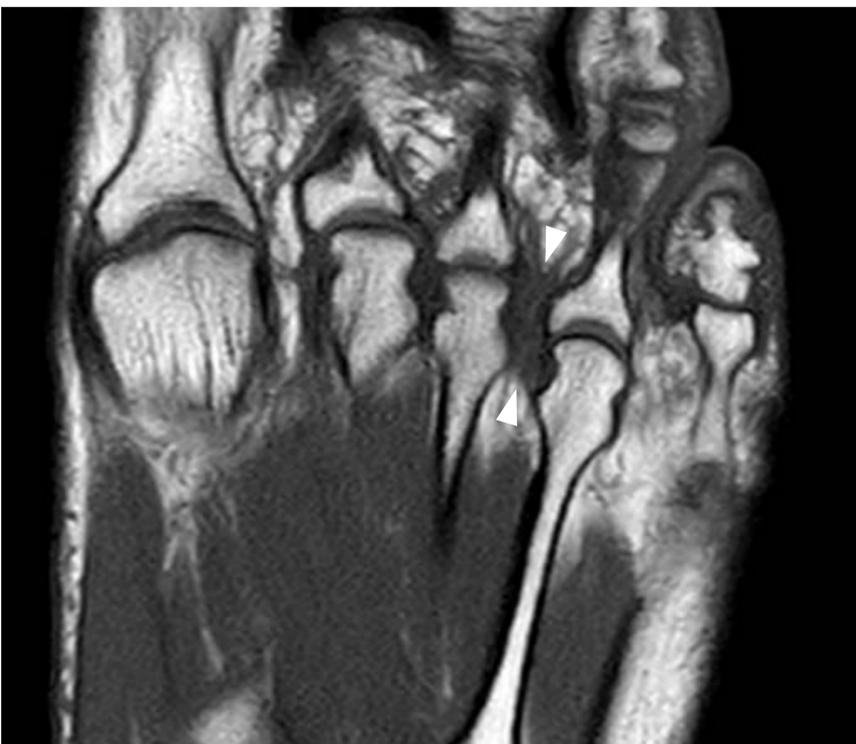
Imagen de RM con secuencia sagital potenciada en T1. Se visualiza una lesión hipointensa localizada en el tercer espacio interdigital a la altura de las cabezas de los metatarsianos, que se corresponde con un pequeño neuroma de Morton (entre ambas cabezas de flecha).
